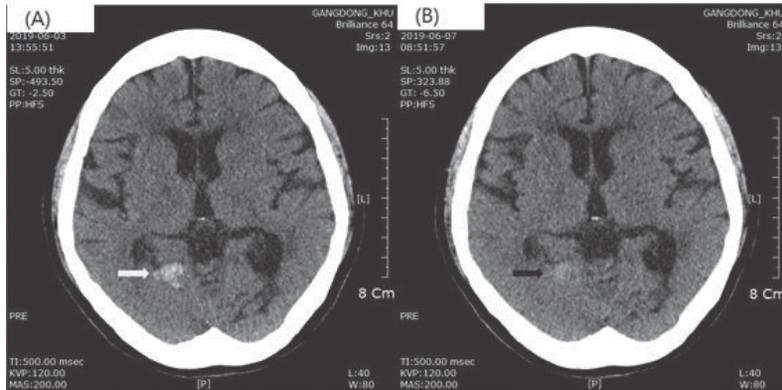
Brain CT imaging of patient.
